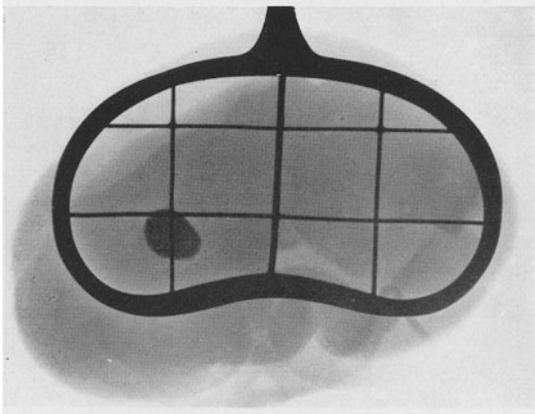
Röntgenaufnahme einer steinhaltigen Niere während der Operation mit der Lokalisationszange von SCHMUTTE.
